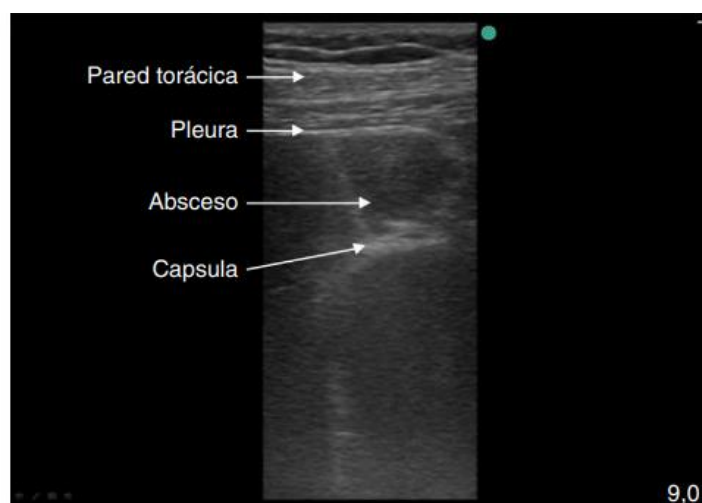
Ecografía de absceso yuxtopleural³¹¹.
